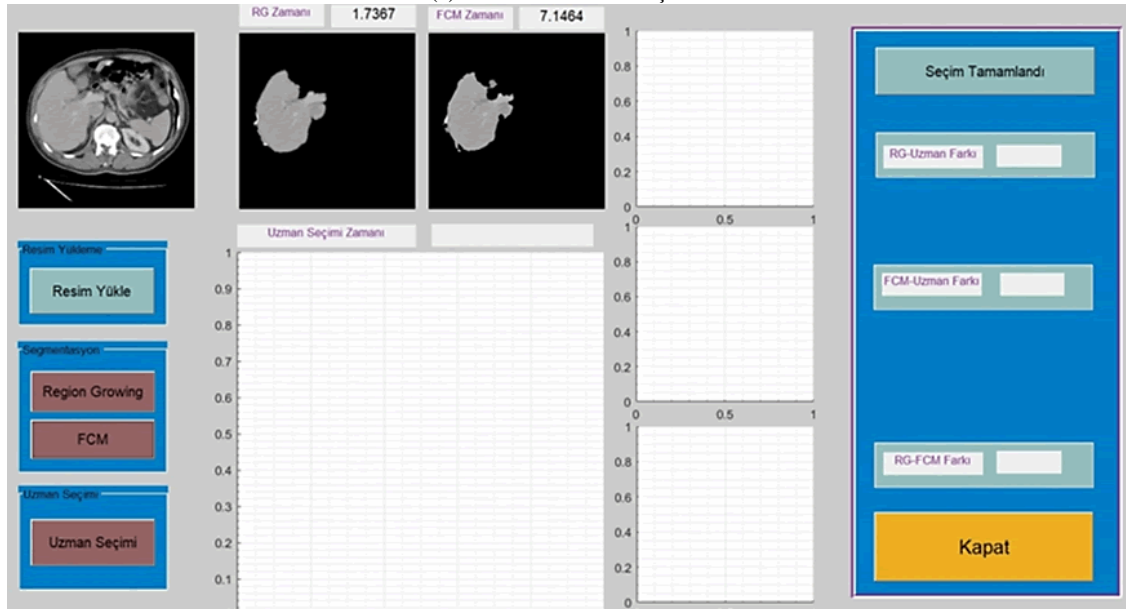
Geliştirilen uygulama yazılımı ana form ekranı ve BT görüntüsü yükleme
